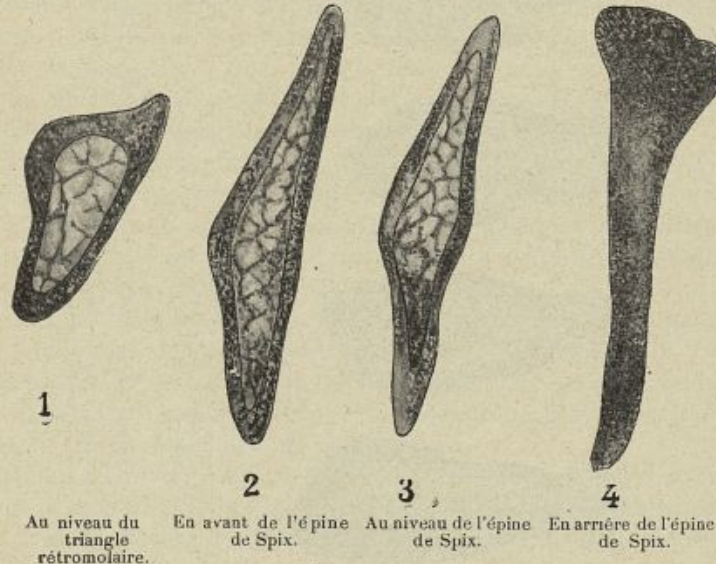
Coupe de la branche montante d'après radiographies.
